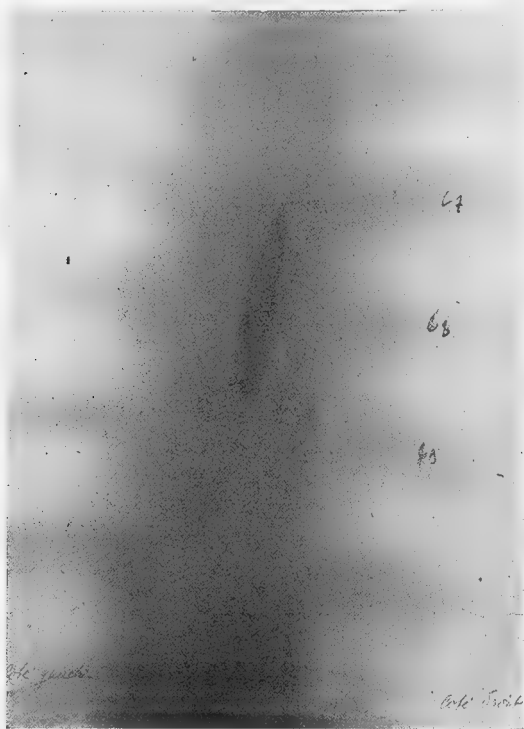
Radiographie de face.
